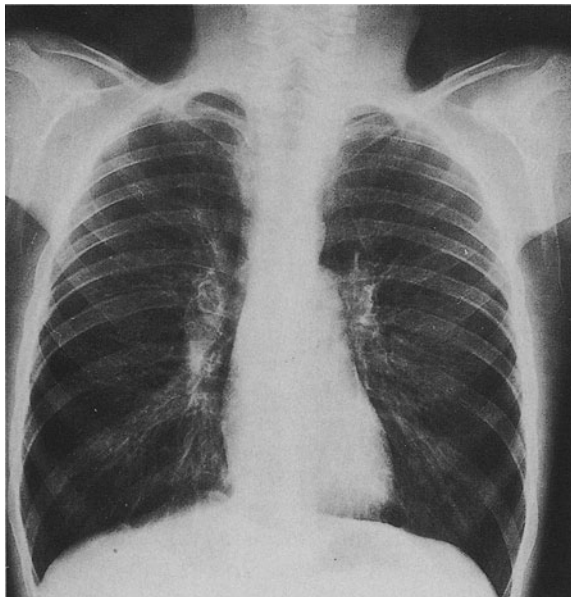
Thoraxröntgenübersichtsaufnahme eines 8-jährigen Jungen mit OB nach Stevens-Johnson-Syndrom
